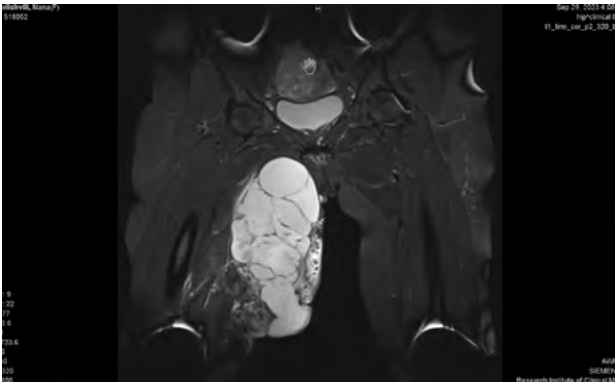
Preoperative MRI scan
